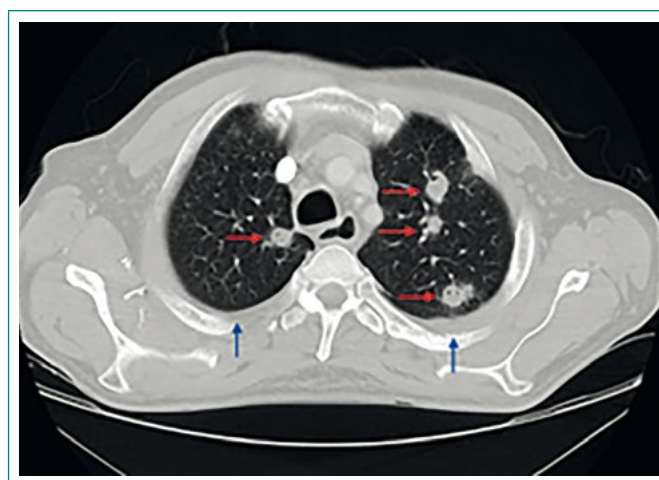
TC de tórax en la que se aprecia derrame pleural bilateral de pequeña cuantía, mínimo en hemitórax izquierdo
